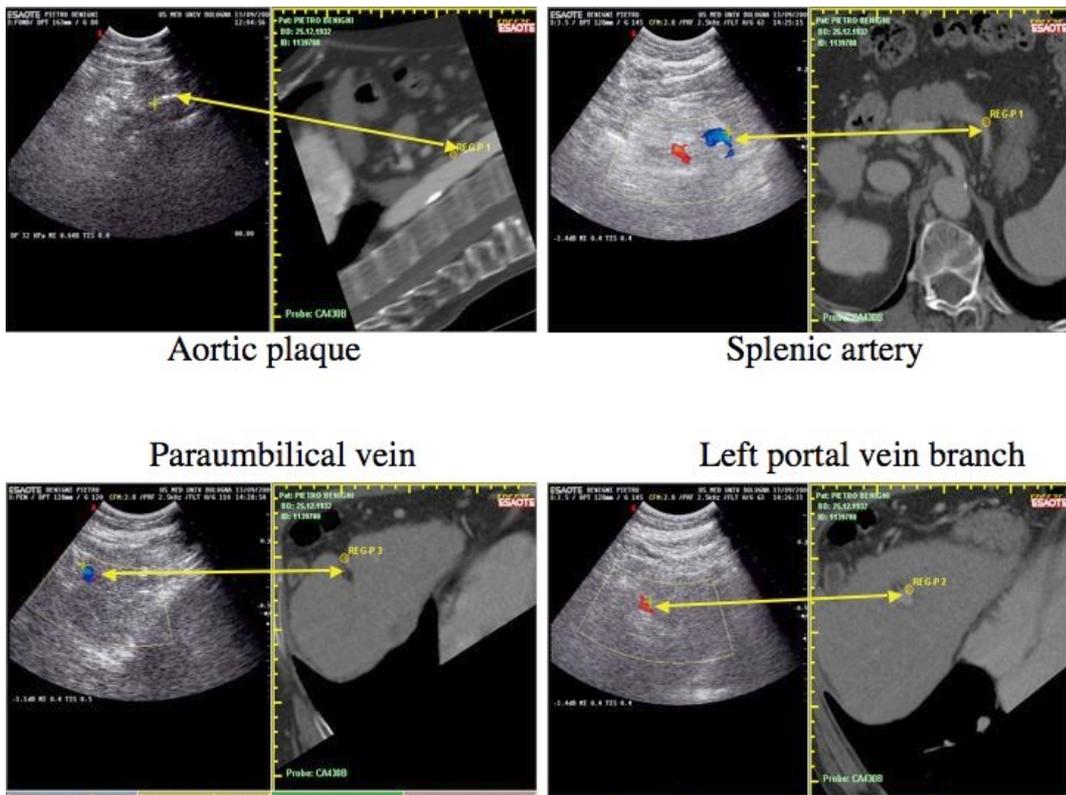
Esempi di markers anatomici interni, utilizzati per realizzare il matching tra le due modalità diagnostiche (Ecografia con TC e/o RM)
